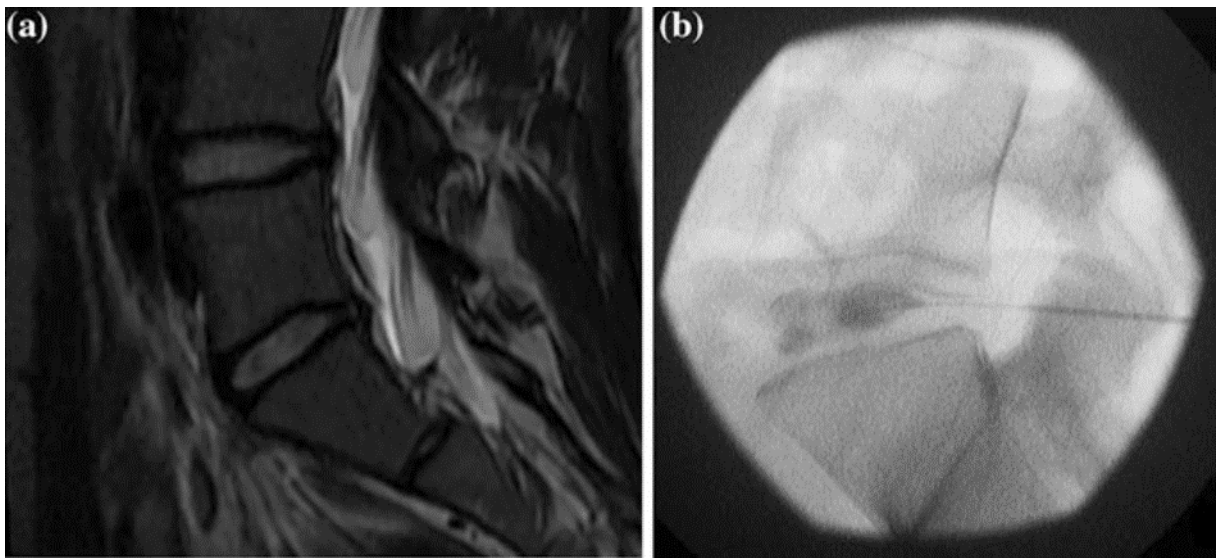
(a) Faible zone de haute intensité au niveau de l'anneau postérieur de L5-S1, IRM T2. (b) Discographie avec une faible ligne de contraste s'étendant vers l'arrière du nucleus pulposus révélant une déchirure de l'annulus fibrosus.
